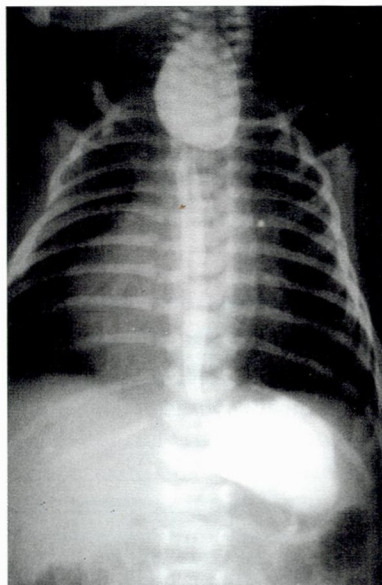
Рентгенография пищевода
